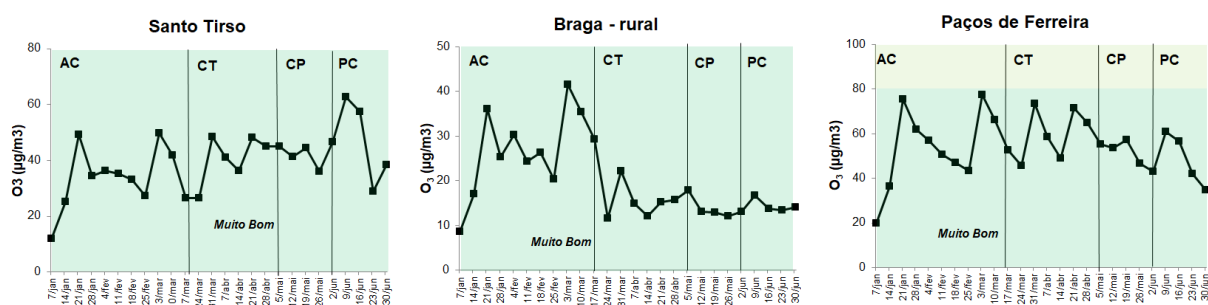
Tendência das concentrações médias diárias de 8 h nas estações de Santo Tirso, Braga-rural, e Paços de Ferreira nas fases anterior ao confinamento (AC), de confinamento total (CT), de confinamento parcial (CP) e após o fim da última fase de desconfinamento (PC). As diferentes cores refletem os intervalos utilizados na base de dados QualAr para o índice diário de qualidade do ar (verde água-Muito Bom; verde-Bom).
